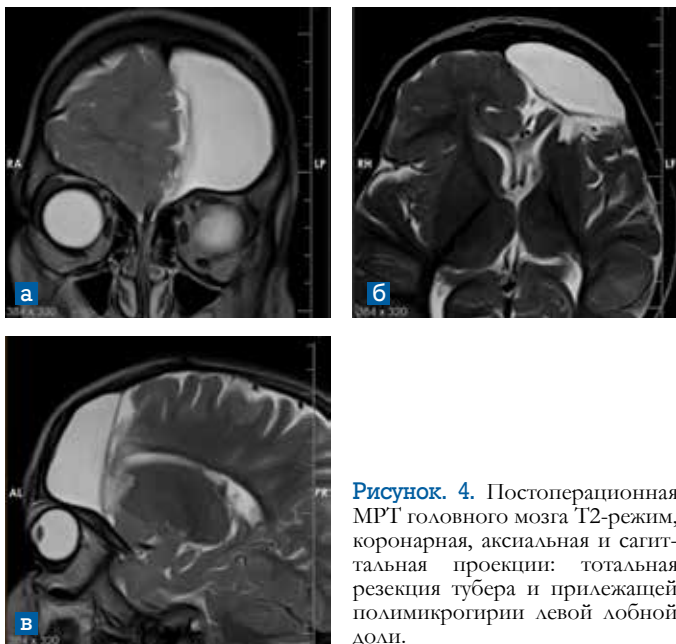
Постоперационная МРТ головного мозга T2-режим, коронарная, аксиальная и сагиттальная проекции: тотальная резекция тубера и прилегающей полимикрогиррии левой лобной доли.
